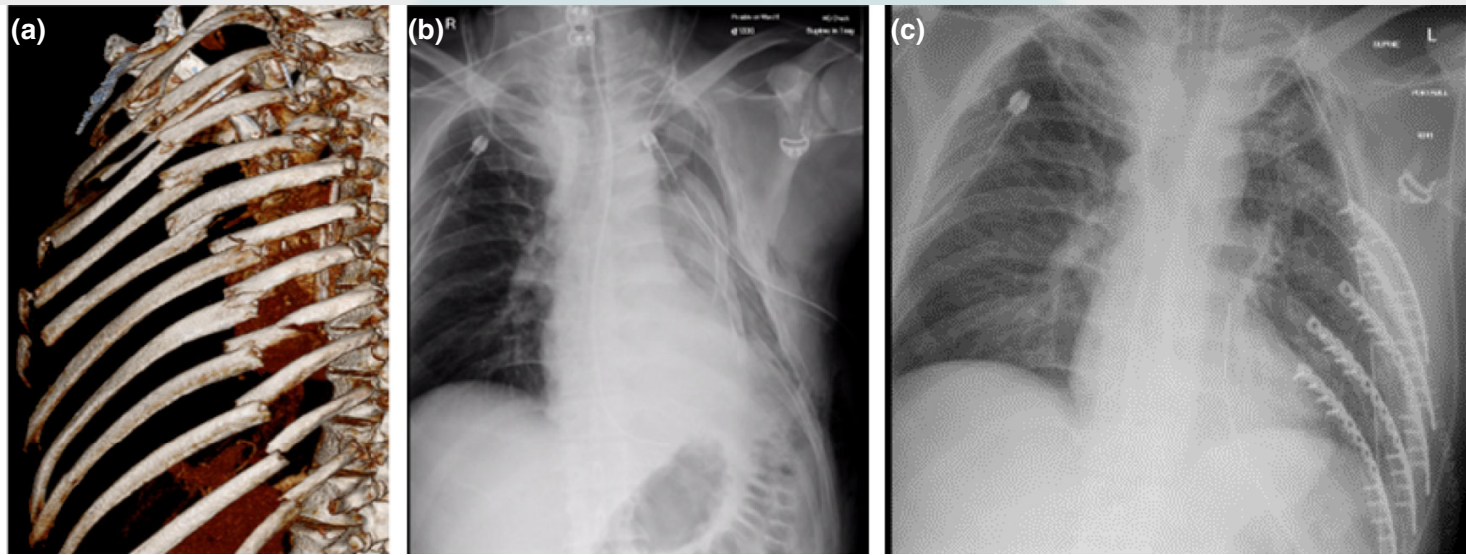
Multiple rib fractures in middle-aged male who fell from height. (a) 3D reconstruction of trauma computed tomography (CT) scan showing multiple left-sided rib fractures. (b) Radiograph demonstrating reduction in volume of the left hemi-thorax on the second day following admission. (c) Radiograph following fixation of left sided rib fractures.
